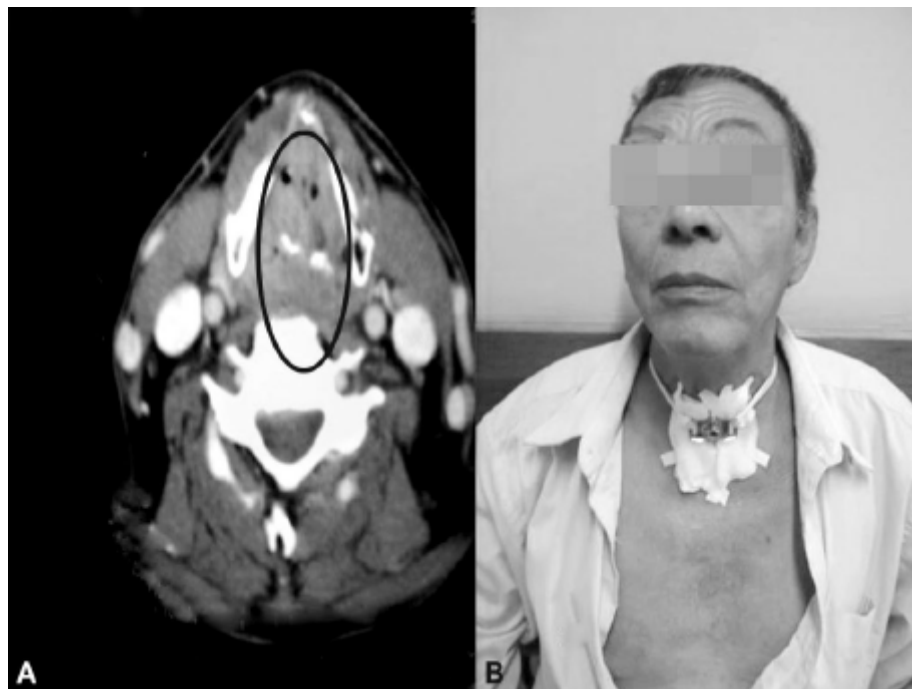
A. Corte axial de tomografia computadorizada evidenciando obstrução da via respiratória em nível glótico, de paciente com carcinoma espinocelular. B. O referido paciente já traqueostomizado, respirando por meio de uma cânula metálica.
